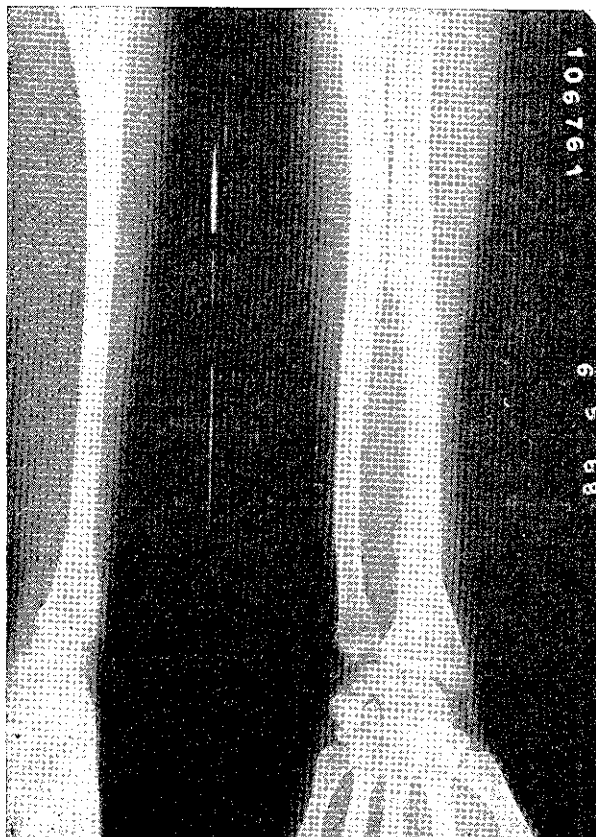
Última radiografia, feita em 6 de maio de 1968, mostra perfeita incorporação do enxerto segmentar e aspecto normal do tecido ósseo, na zona reoperada.
